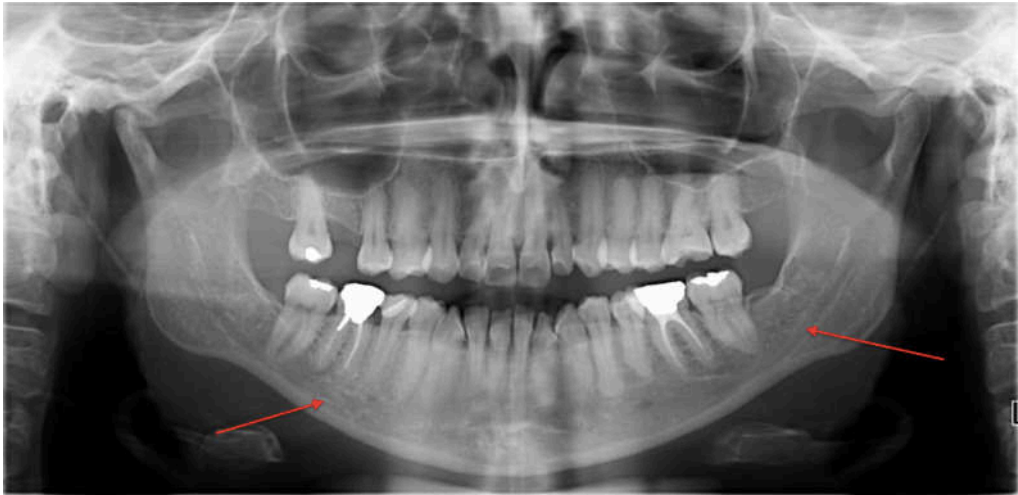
Visualisation du canal alvéolaire inférieur sur une radiographie panoramique(61)
